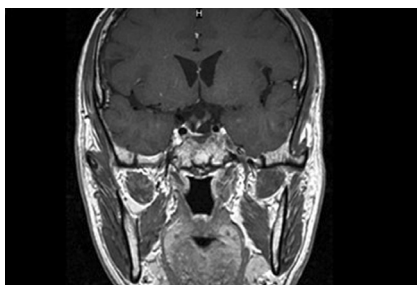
术后 2 周 MRI 冠状位提示肿瘤完全切除
